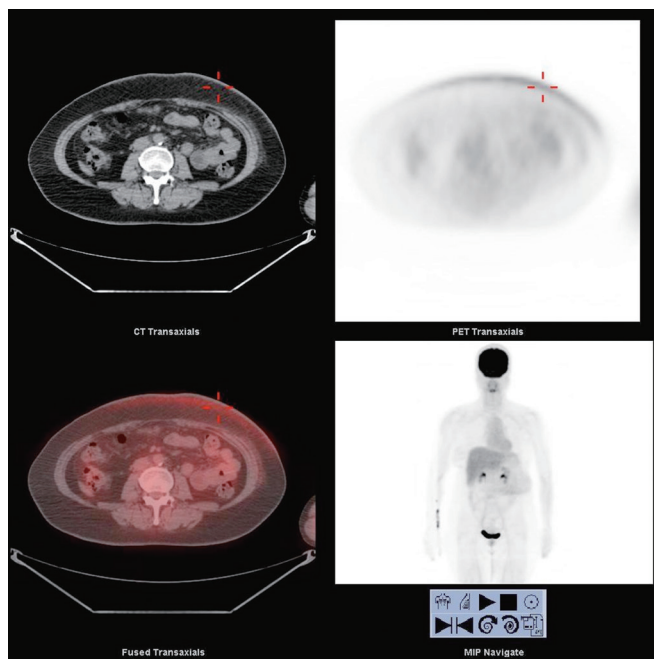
The PET/CT transaxial view can see diffuse FDG uptake on the left upper abdomen.
